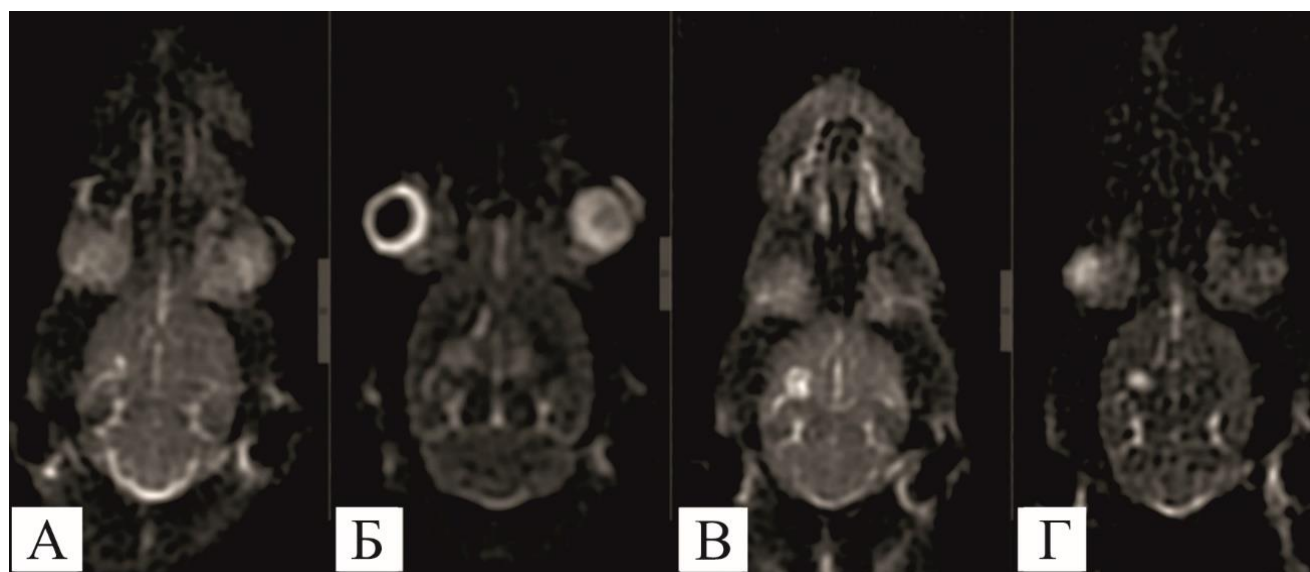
МРТ в T2-PROPELLER-режиме в аксиальной проекции (Discovery MR750w 3,0 Тл): А – МРТ сразу после лазерной абляции, в зоне абляции сутки отмечается изо- и слабогипоинтенсивный МР-сигнал; Б, В – 3, 7 сут. отмечается последовательное повышение интенсивности МР-сигнала в центральной зоне лазерного поражения, на T2-взвешенных изображениях – до выражено гиперинтенсивного в сравнении с контрольным полушарием, а также умеренное увеличение его размеров без видимых изменений МР-сигнала в периферической зоне; Г – 30 сут. после поражения визуализируется формирование кистозной полости с ровными четкими контурами, соответствующей участку кистозной дегенерации в области лазерного поражения
